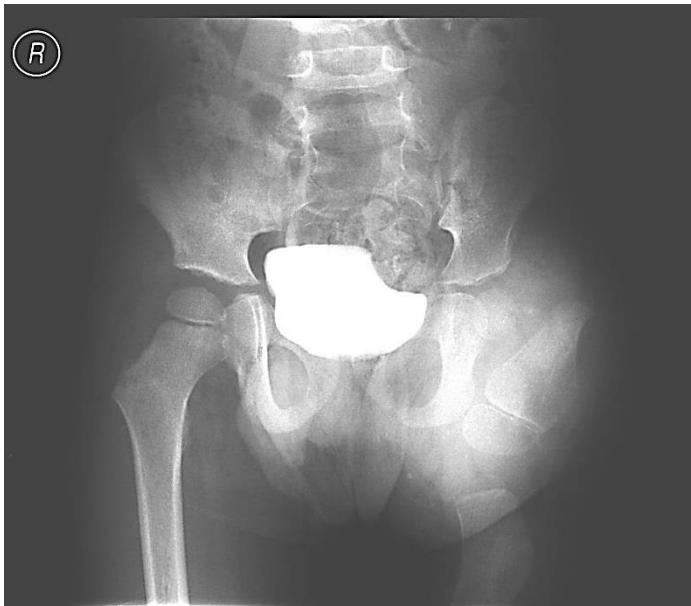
RTG pravé DK, AP projekce.
